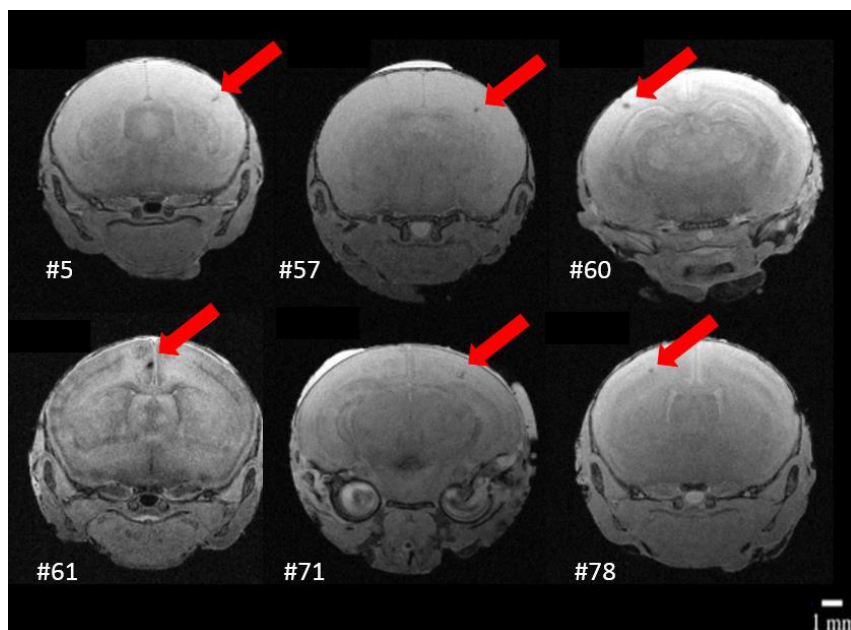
Anomalies cérébrales limitées affectant les souris IP. Le protocole IRM type « T1 FLASH » a été utilisé. Six exemples sont indiqués sur un total de 122 cas.
